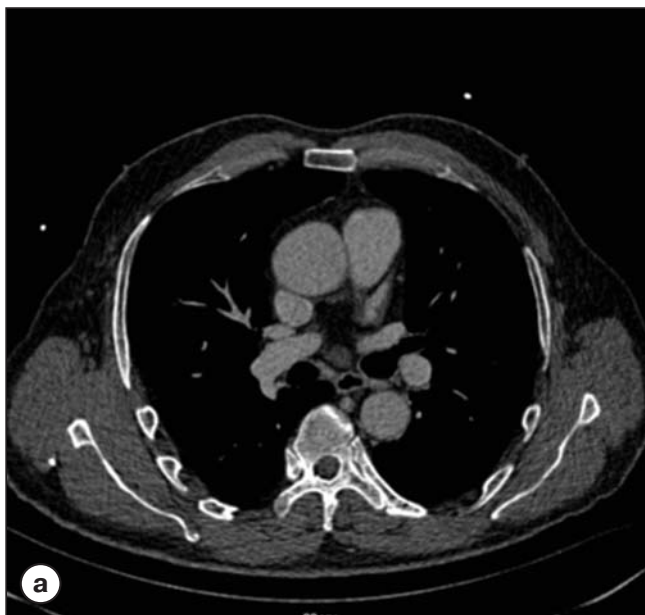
МСКТ восходящего отдела грудной аорты до операции.
